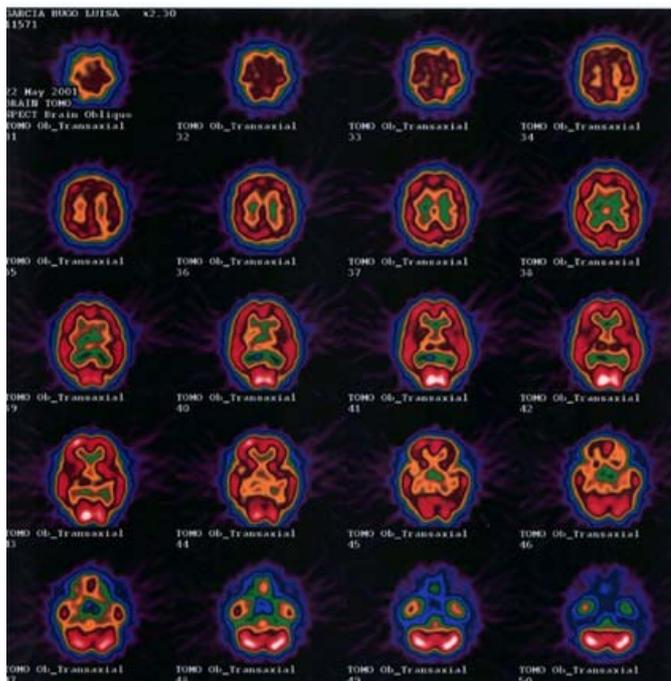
SPECT. Hipometabolismo posterior a predominio izquierdo en los cortes axiales.
